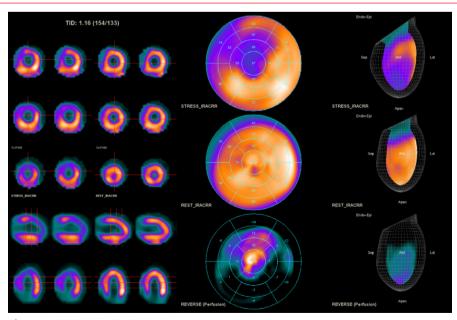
SPECT gatillado
